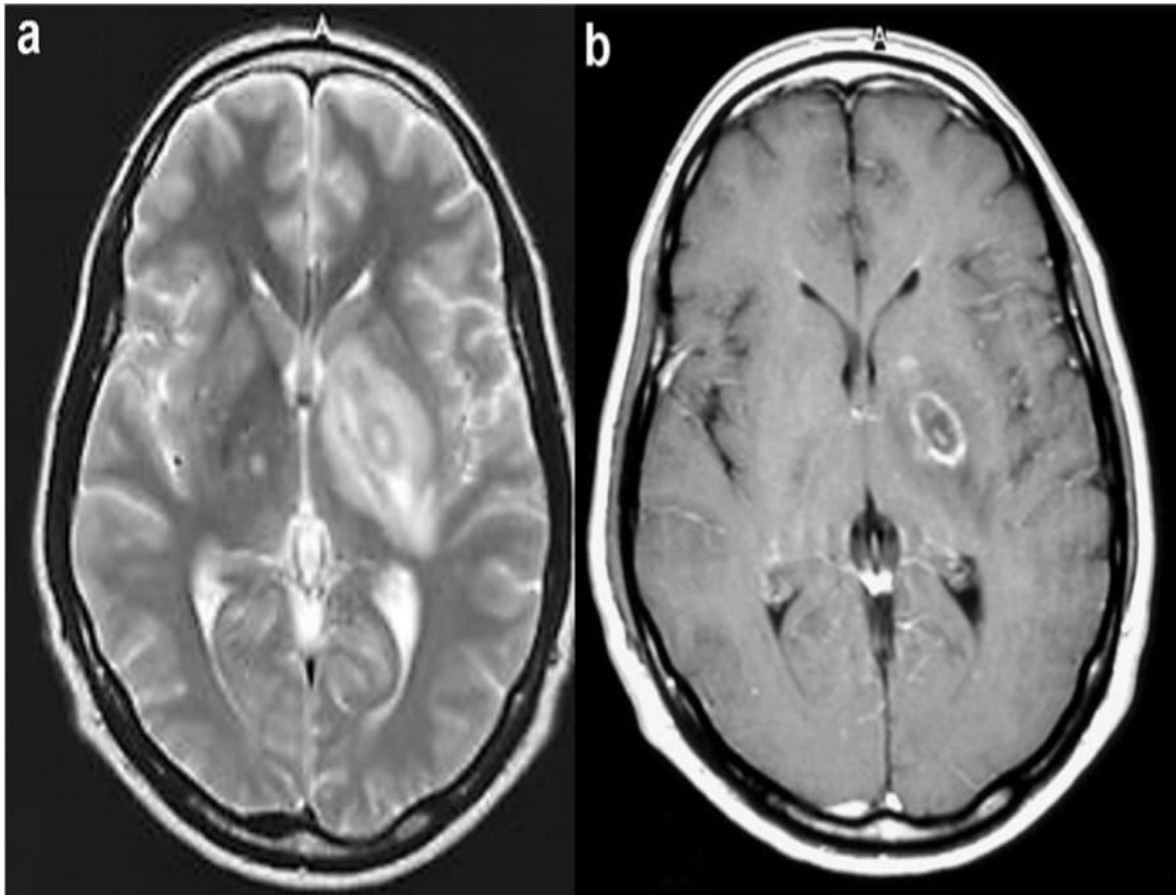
(a) IRM cérébrale T2 ; une masse avec des zones concentriques hyper et hypo intense et un œdème péri lésionnel.
